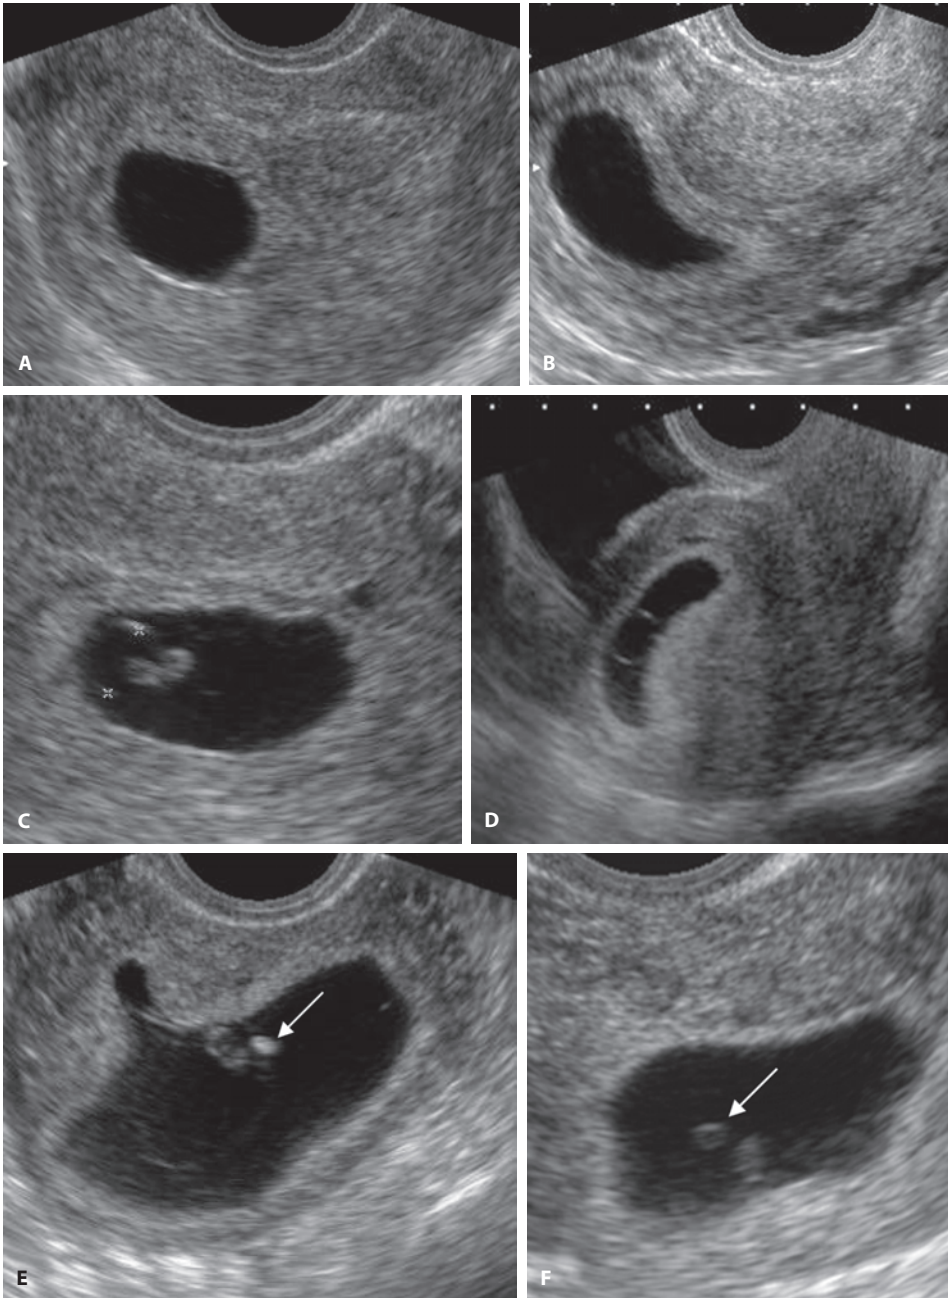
УЗИ при патологии беременности на ранних сроках. (А, В) Крупное плодное яйцо (18–20 мм) без визуализации желточного мешка или эмбрионального полюса в сочетании с нечетким эхогенным ободком – признак патологии беременности на ранних сроках (анэмбриональная беременность). Аномально крупный желточный мешок (>7 мм) часто сочетается с неблагоприятным исходом; в обоих случаях (С, D) беременность перестает развиваться. Мелкие эхогенные желточные мешки (Е, F, стрелки) также часто сопровождаются развитием неблагоприятных исходов беременности, однако при отклонениях размеров желточного мешка рекомендовано тщательное наблюдение, поскольку в некоторых таких случаях беременность в последующем развивается нормально.
